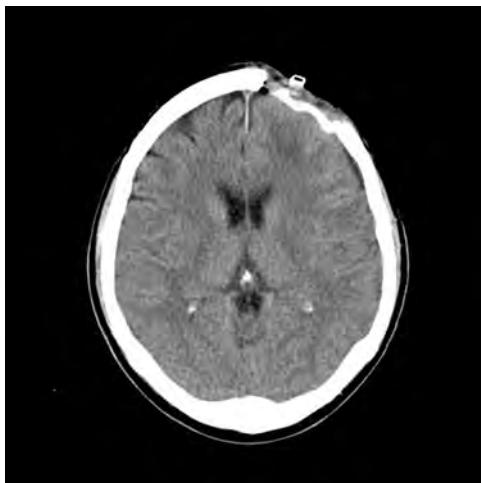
Corte axial de imagen por tomografía computarizada realizada en el postoperatorio inmediato, en el que se aprecia área de craniectomía, plastia dural y ausencia de colecciones ni realces patológicos que sugieran restos de infección.
